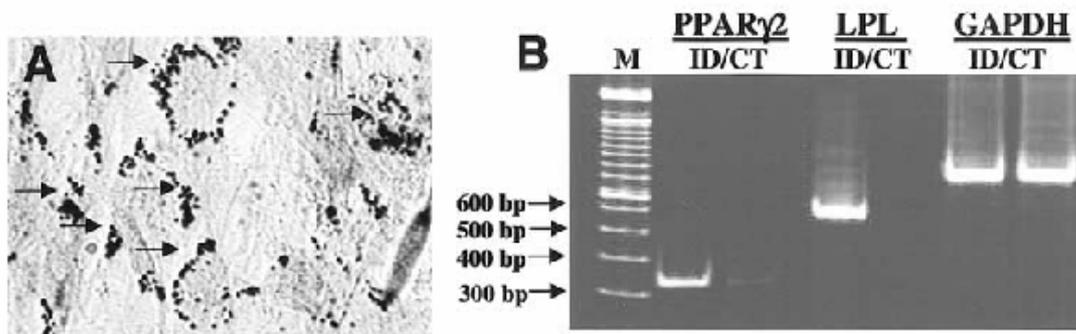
différenciation adipogénique des DPSCs humains. (A) les DPSCs mis en culture dans un milieu induisant l'adipogénèse, forment des amas de cellules positives Oil red-O. (B) la RT-PCR montre la présence significative de PPAR γ 2 et de LPL des cultures de DPSCs par rapport au contrôle CT. Gronthos et coll. (2002)
